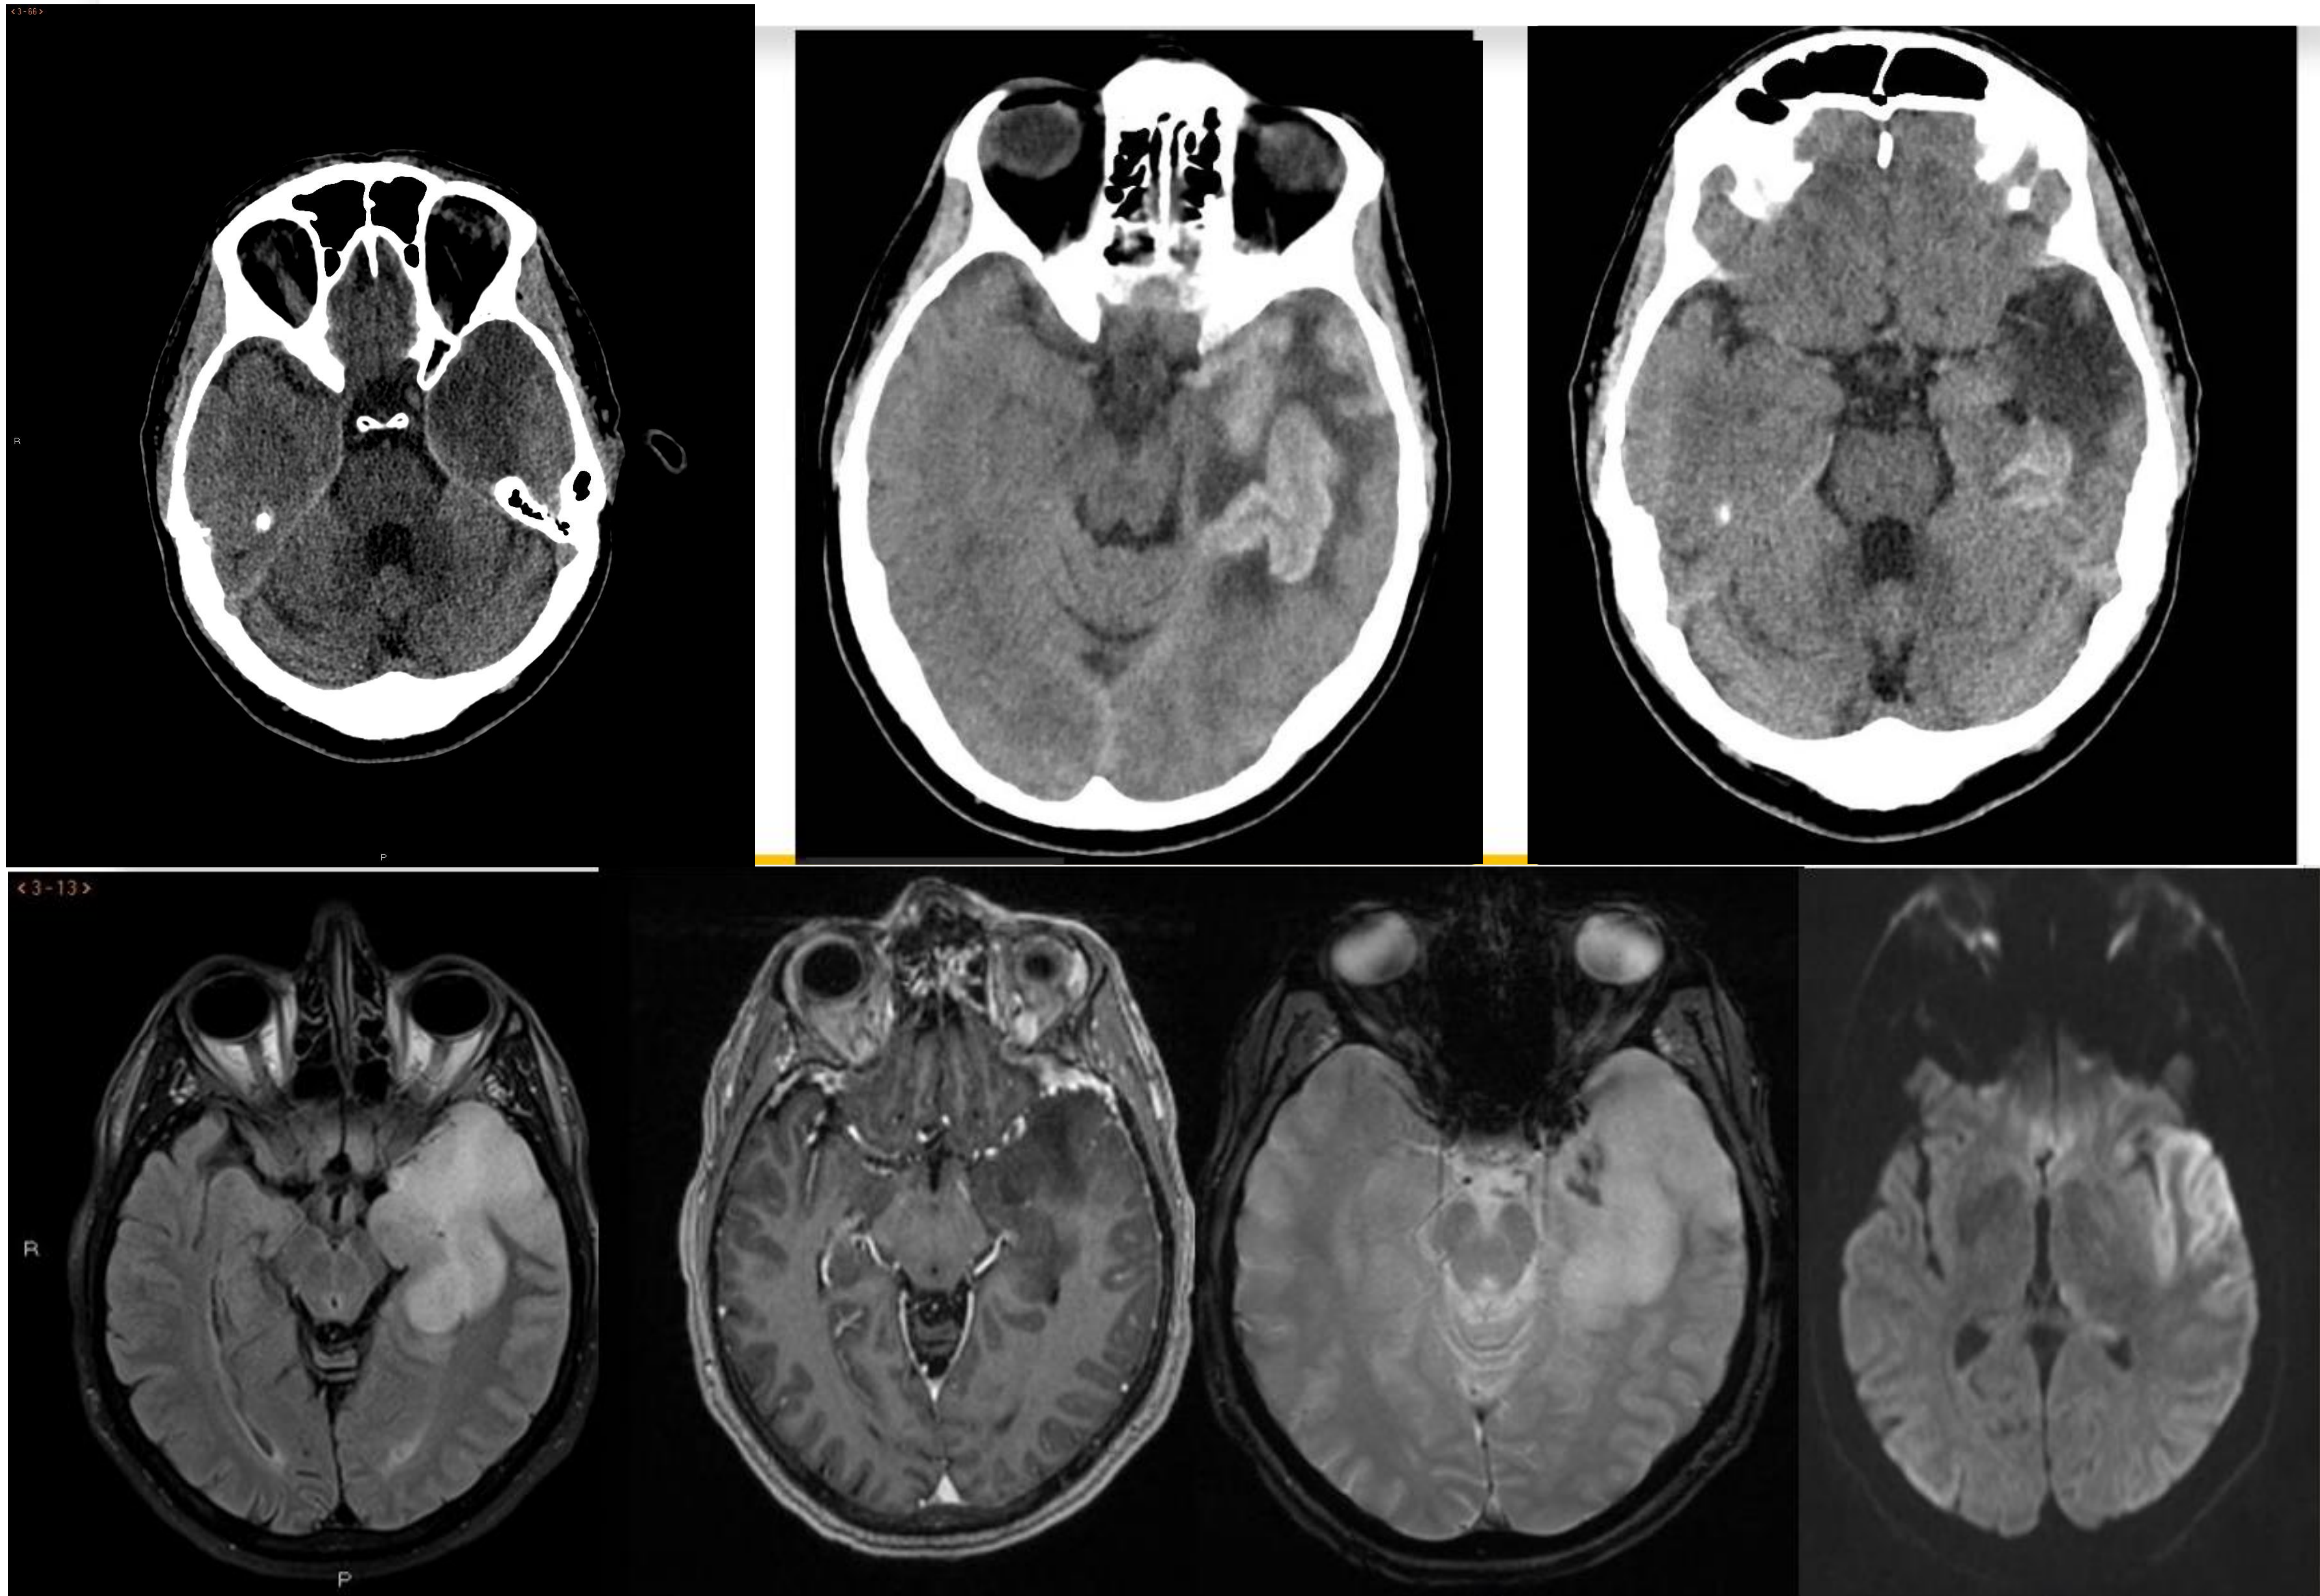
TC de cráneo sin contraste (fila superior). RM craneal con secuencias FLAIR, T1 con contraste, T2* y difusión respectivamente, en fila inferior. TC con área hipodensa córtico-subcortical con pérdida de diferenciación que afecta a la región temporal, insular e hipocampal izquierdas. Asocia focos de alta densidad de aparente distribución cortical. En RM persiste la alteración de la señal en las regiones referidas, con áreas de caída de señal en T2*. Hallazgos compatibles con encefalitis por VHS con sangrado laminar.
